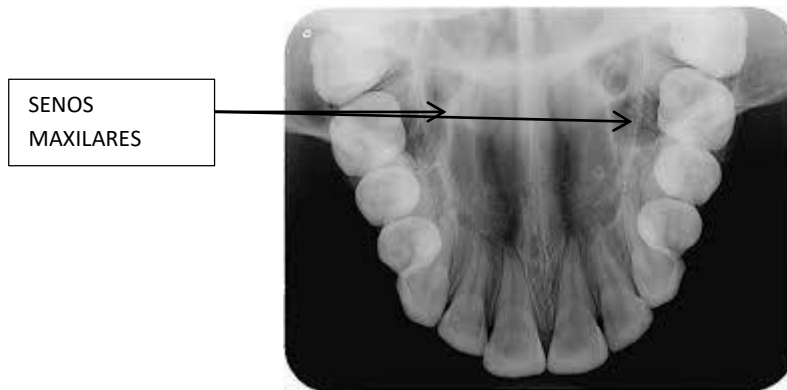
Radiografía oclusal mostrando el seno maxilar en una vista transversal. Fuente: Nueva era. Radiografía oclusal [Internet]. 2016 [consulta 4 julio 2017]. Disponible en: <http://nuevaera5.blogspot.com/2015/09/radiografia-oclusal>
